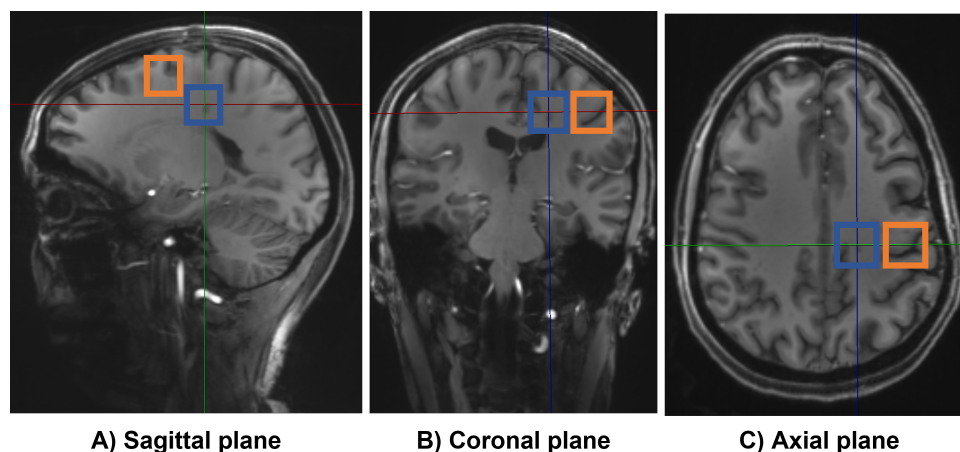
Les trois plans spatiaux d’une IRM cérébrale d’un sujet sain (A, B et C). Le voxel bleu indique un exemple de position de la région MB et le voxel orange indique un exemple de position de la région MG. Les voxels bleus et rouges sont situés dans le lobe frontal.
